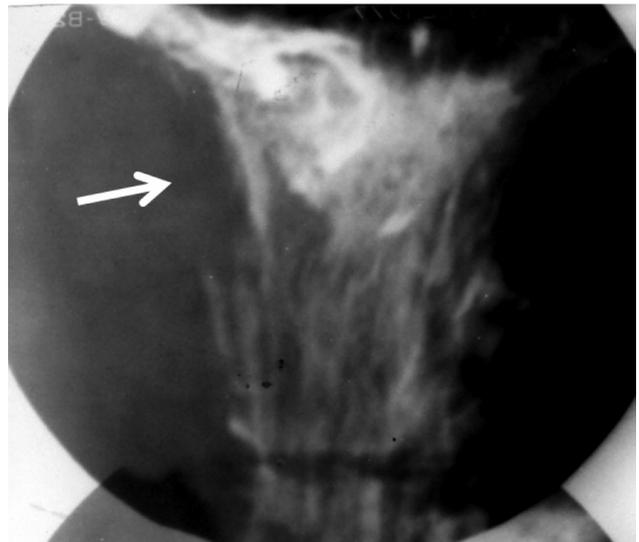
На прицельной рентгенограмме желудка в верхней трети его тела по малой кривизне определяется обрыв контура и деструкция складок слизистой желудка на протяжении 3,5 см
